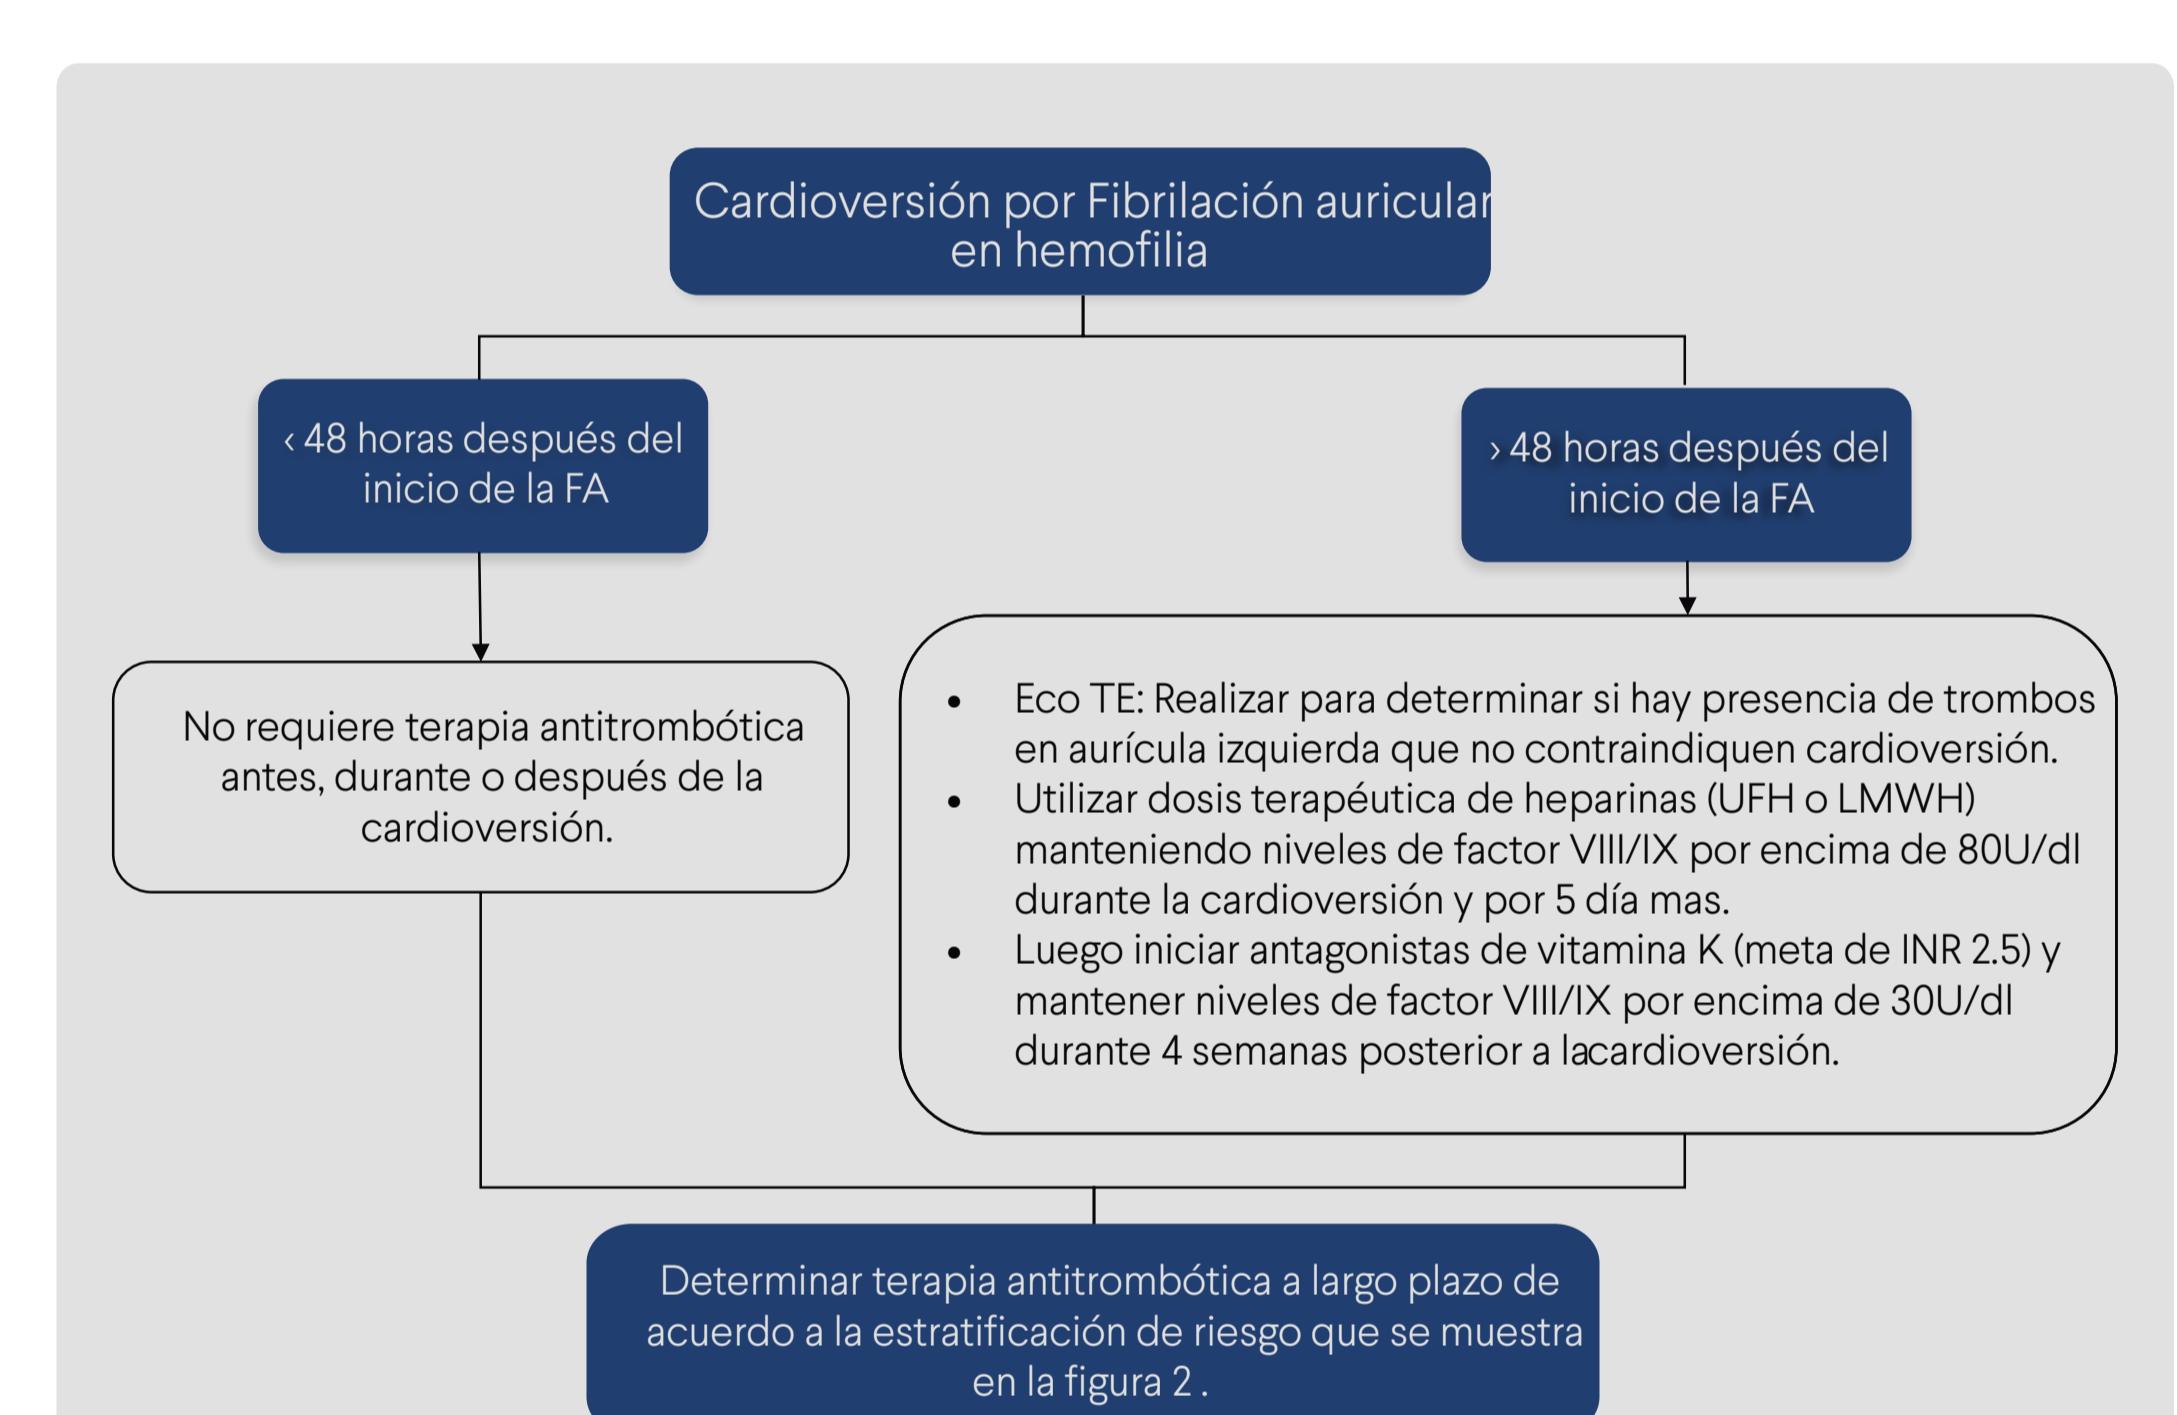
Recomendaciones para terapia antitrombótica y cardioversión en pacientes con hemofilia y con fibrilación auricular no valvular según Mannucci PM et al<sup>10</sup>. ECO TE: Ecocardiograma Tras esofágico. LMWH: heparinas de bajo peso molecular. UFH: heparinas no fraccionadas.
